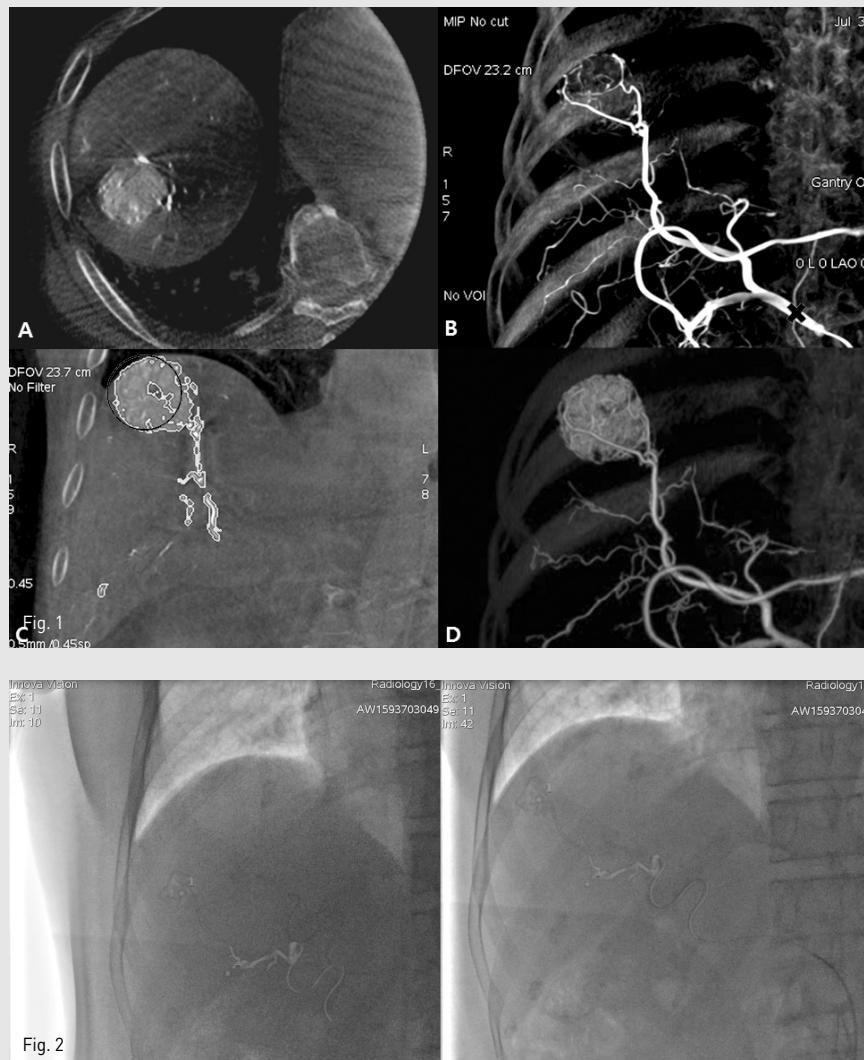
Flight plan for liver (FPFL) 적용과정 A. 3D cone beam에서 결절형 간세포암과 주위 subsegmental branch들이 보이고 있다.
